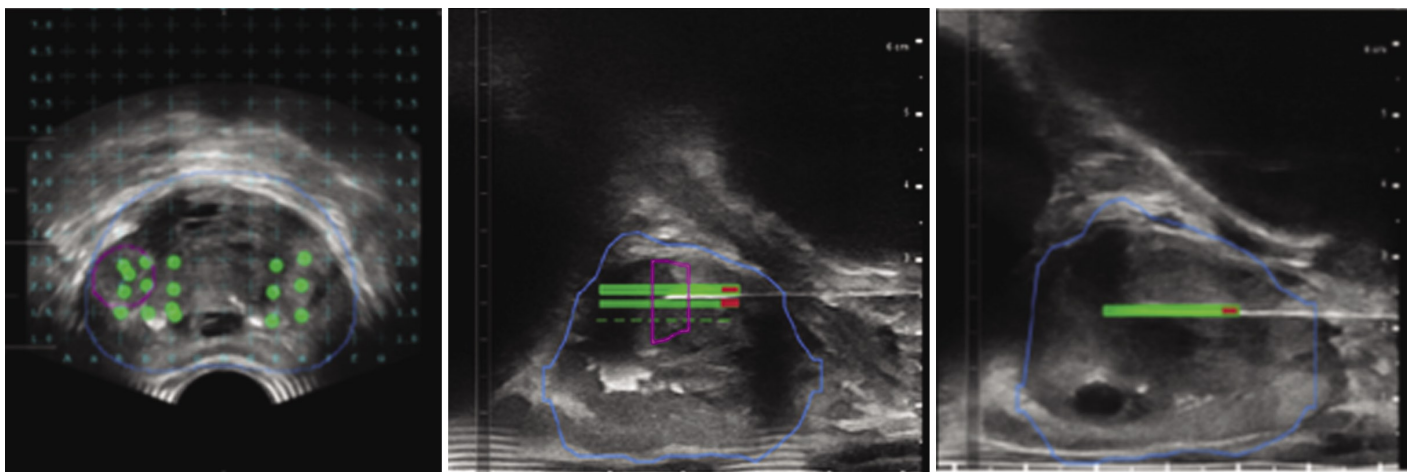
Untersuchungsbilder einer MRT/TRUS-Fusionsbiopsie.
